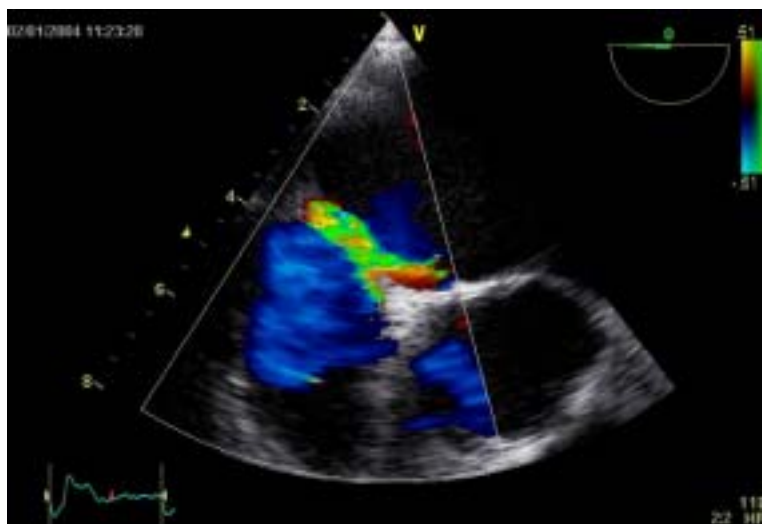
Ecocardiograma transesofàgic en plànol transversal alt on podem veure el flux turbulent d'una insuficiència mitral que s'introdueix entre les dues fulles del FOP en sentit esquerra-dreta suggerint altes pressions a l'aurícula esquerra.
